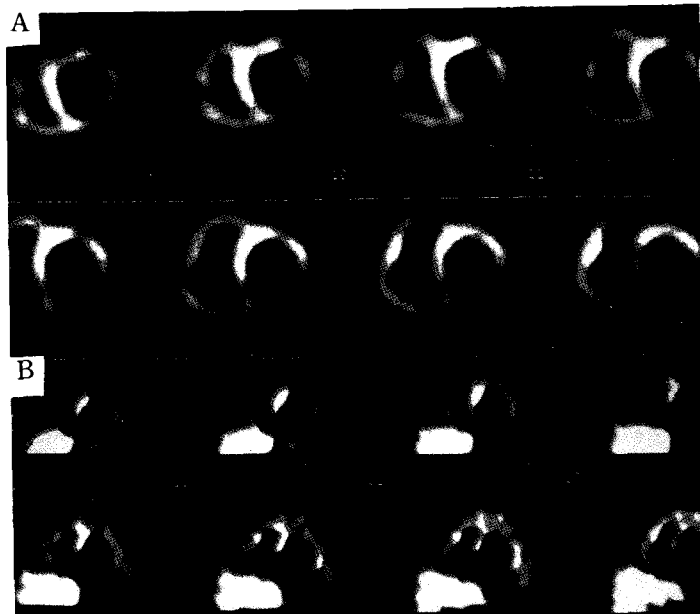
<sup>123</sup>I-MIBG SPECT imaging of dilated cardiomyopathy.
